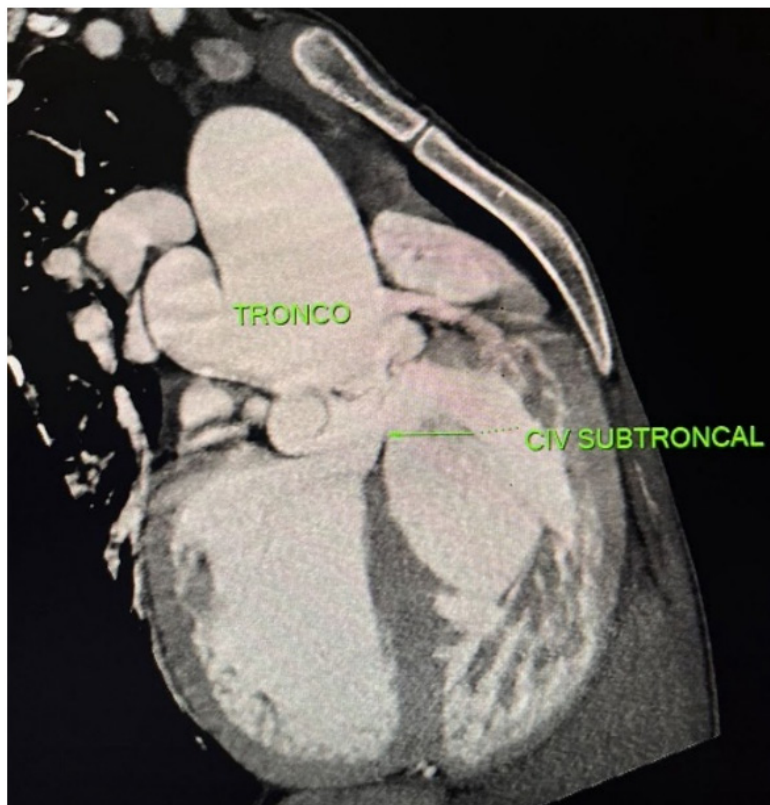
tomografía cardíaca. Corte coronal evidenciando una raíz truncal de gran calibre y CIV sub-truncal
